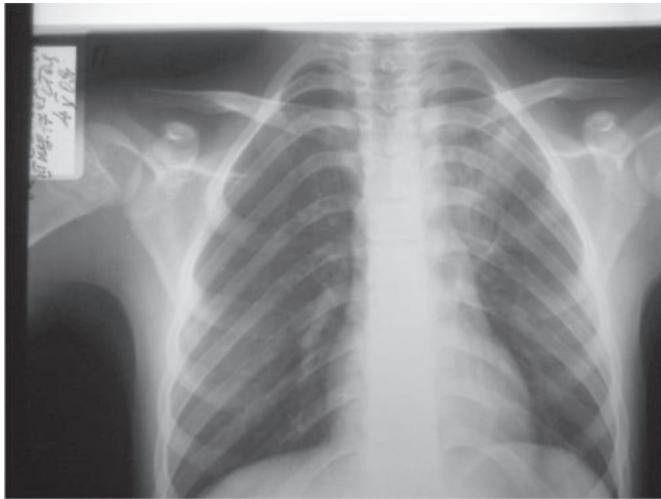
Рентгенограмма больного У. при поступлении.
